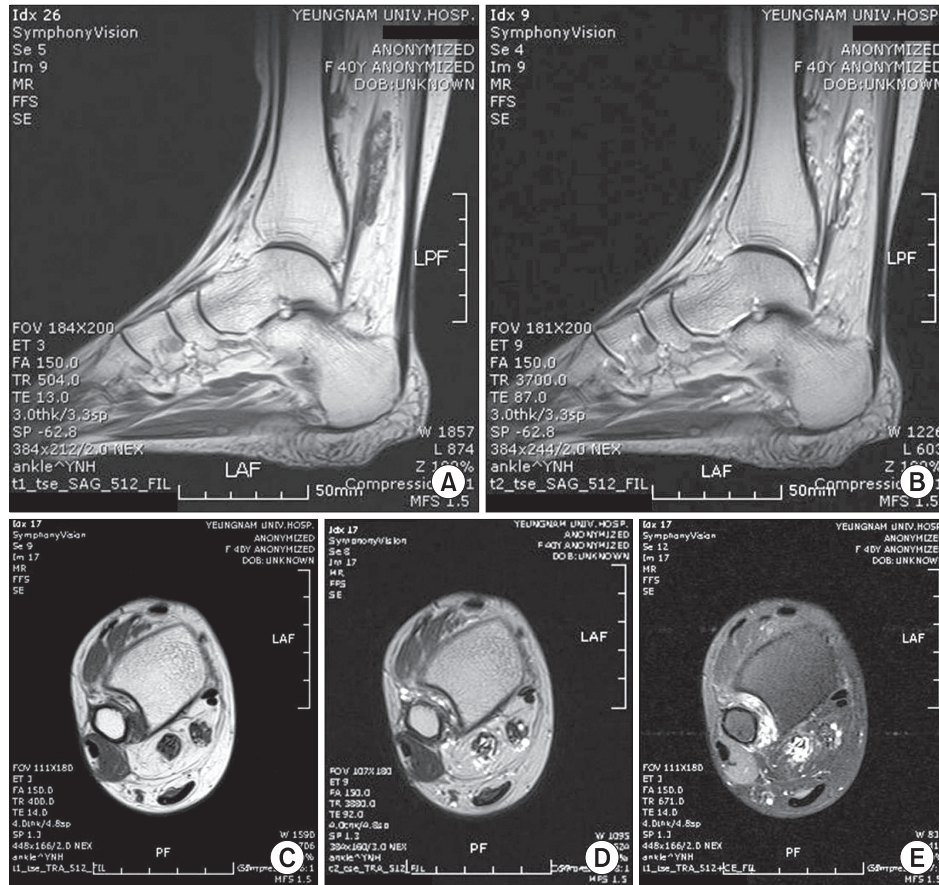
MRI sagittal plane (A) T1-weighted image showed heterogenous mass lesion in flexor hallucis longus (FHL), (B) T2-weighted image showed high signal intensity in mass and axial plane (C) T1-weighted image showed heterogenous mass lesion in FHL and neurovascular bundle, (D) T2-weighted image showed focal high signal intensity in mass of FHL and neurovascular bundle, (E) T1-enhanced image showed enhanced mass in FHL.
